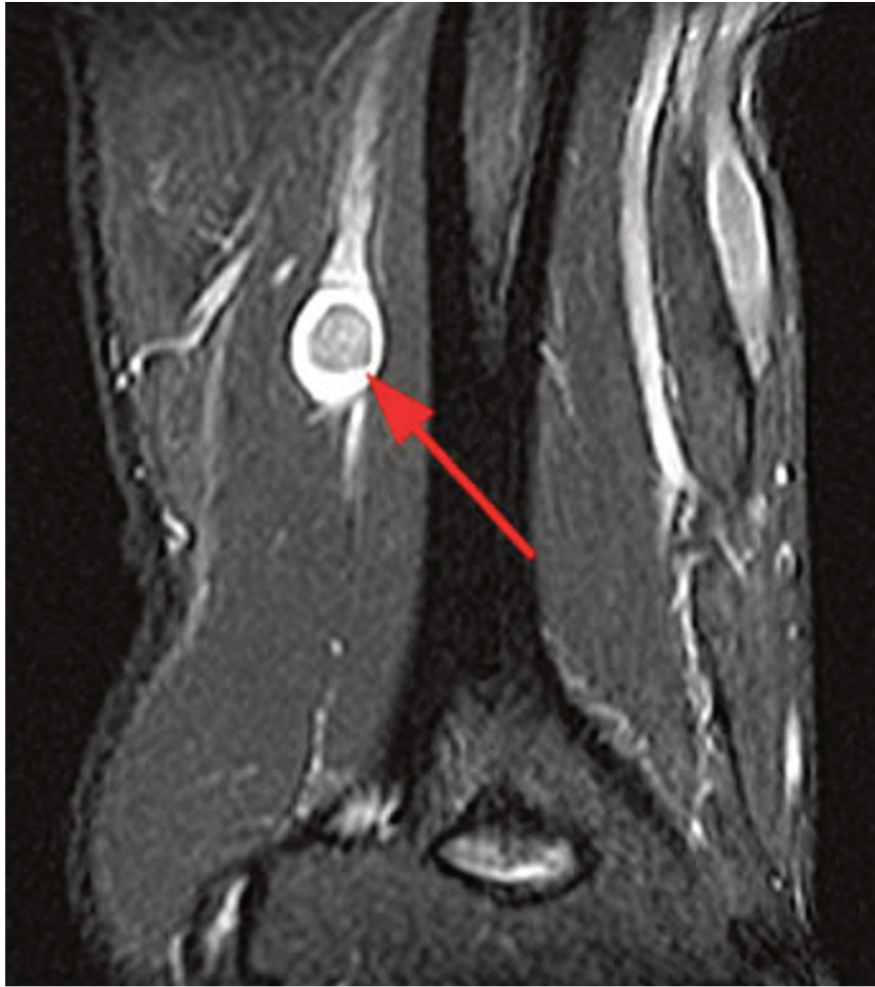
(IRM T1 avec saturation du signal de la graisse) : Schwannome du nerf radial, Target sign, *d'après Snearly et al. (54)*
